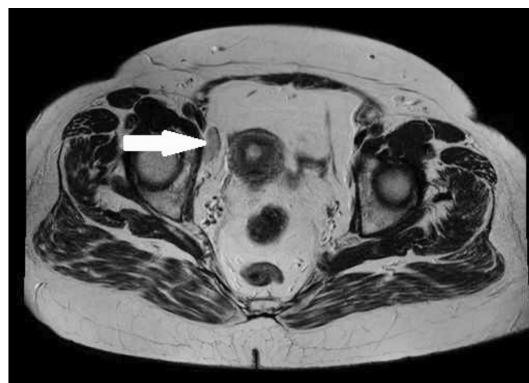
МРТ. Визуализируются увеличенные подвздошные лимфоузлы справа
